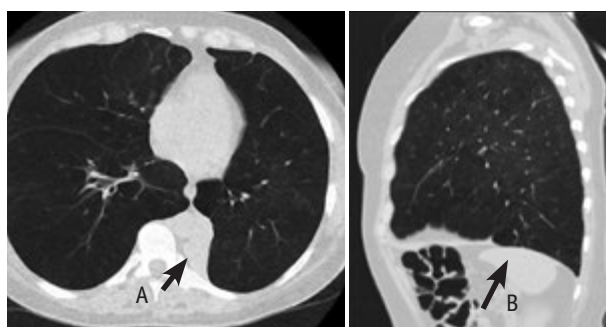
CT scan of the thoracic cavity of the patient K. 2 months after bronchoblockage
